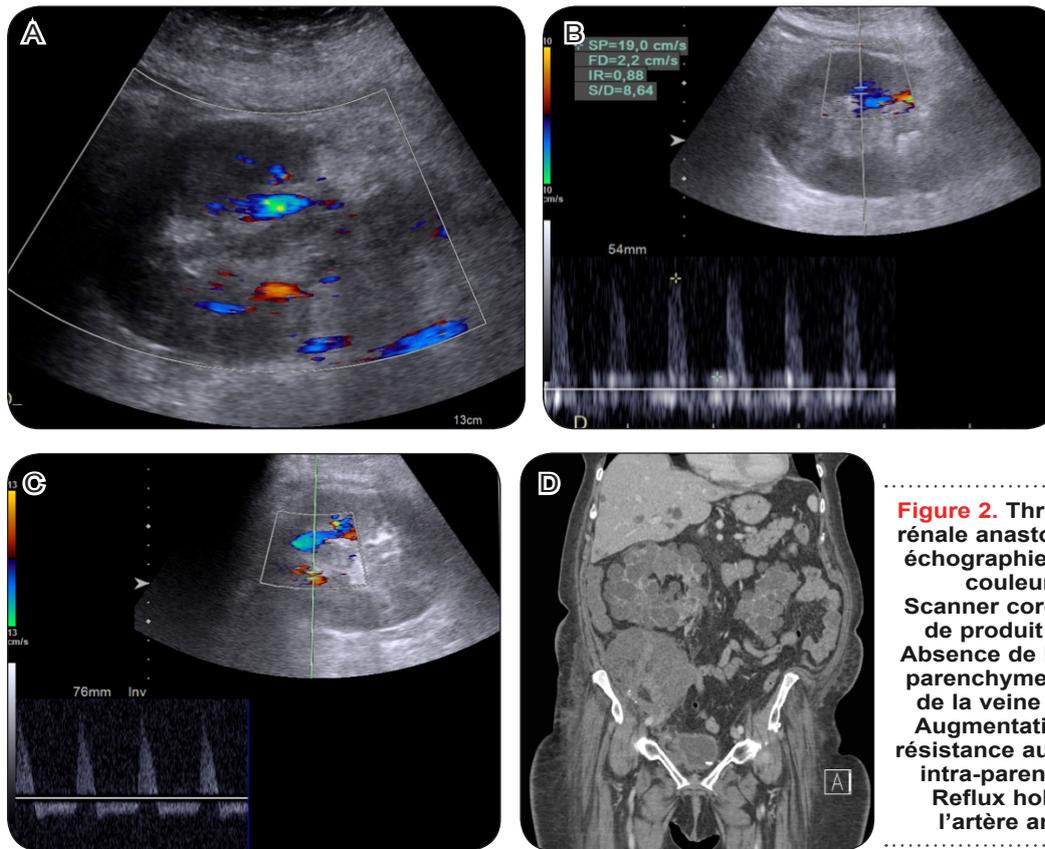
Thrombose de la veine rénale anastomosée (A, B, C) en échographie standard, Doppler couleur et spectrale. Scanner coronal sans injection de produit de contraste (D). Absence de Doppler couleur du parenchyme rénal et au niveau de la veine anastomosée (A). Augmentation des indices de résistance au niveau des artères intra-parenchymateuses (B). Reflux holo-diastolique de l'artère anastomosée (C).
